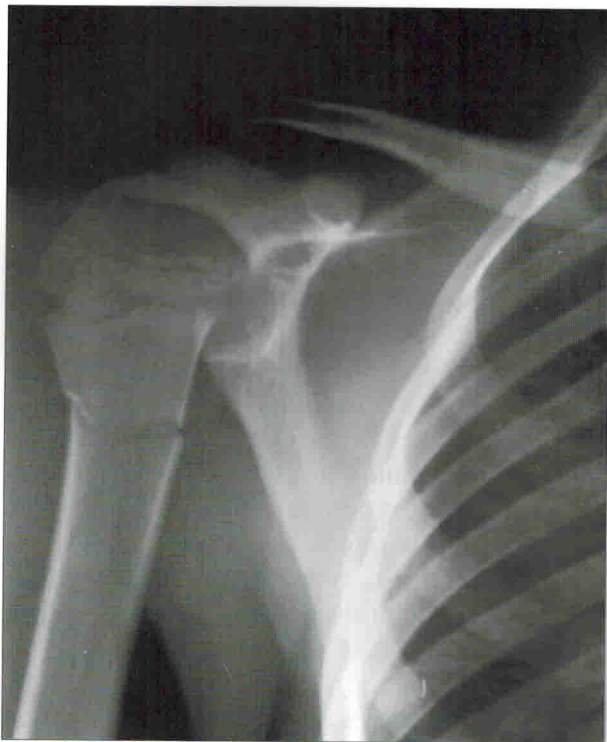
На рентгенограмме правого плечевого сустава с захватом верхней трети плеча в задней проекции определяется перелом верхней трети диафиза плечевой кости без существенного смещения отломков
